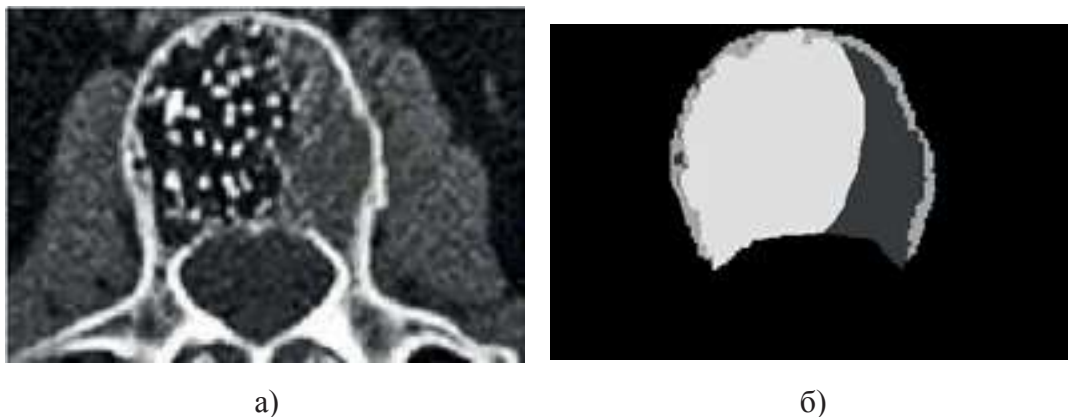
а – Комп’ютерна томограма поперекового відділу хребта, аксіальний зріз, патологія; б – результат сегментації.
